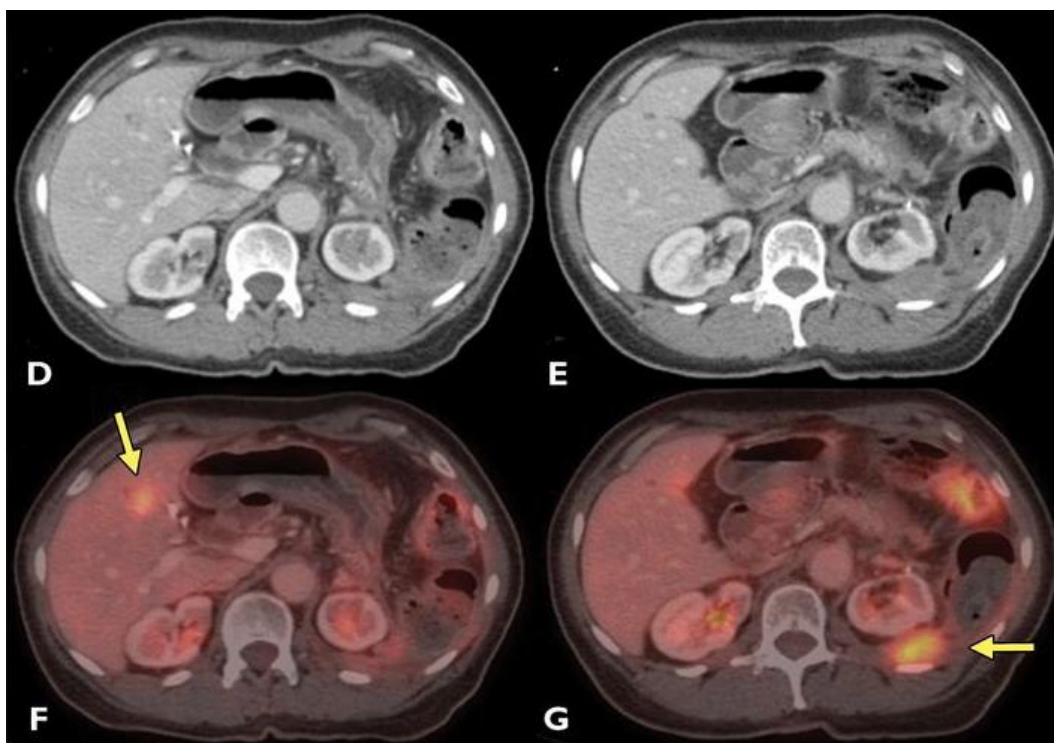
D,E; sezioni assiali TC con MDC. F,G; sezioni assiali PET/TC ottenute vari mesi dopo la diagnosi. Si evidenzia la presenza di una lesione perinefrica e la presenza di metastasi epatica.[20].
